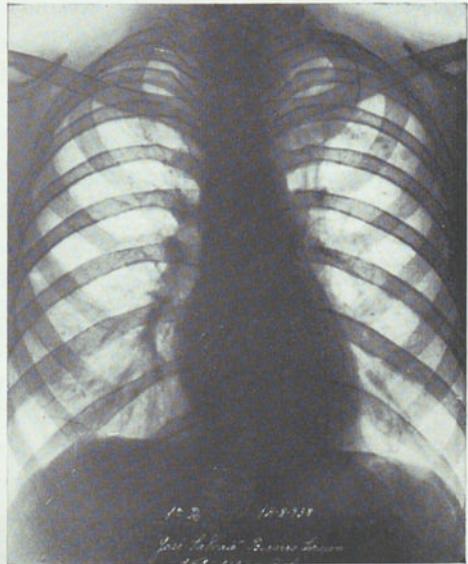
Radiografía del 14-VIII-38. El mismo caso. La caverna ha cerrado espontáneamente, dejando nódulos residuales.
